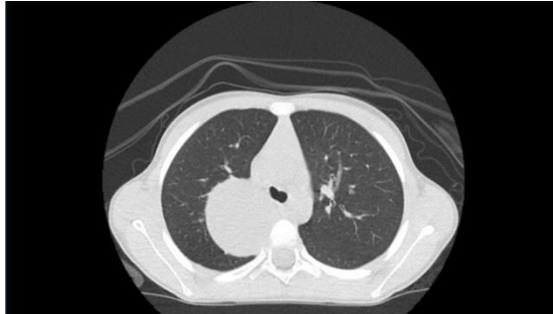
Tomografia de tórax, corte axial, janela pulmonar: lesão extrapulmonar bem delimitada no mediastino posterior.
